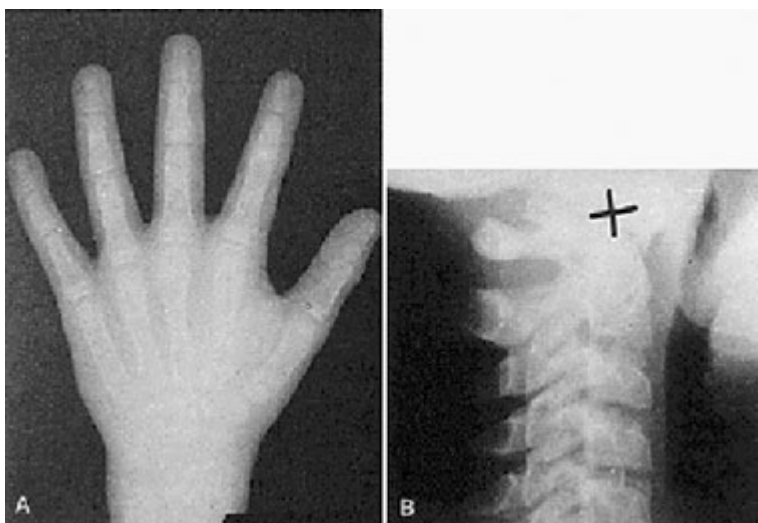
CVMI 1: A Typische Handröntgenaufnahme B. Typisches Aussehen von Halswirbeln auf FRS Aufnahmen [21]
